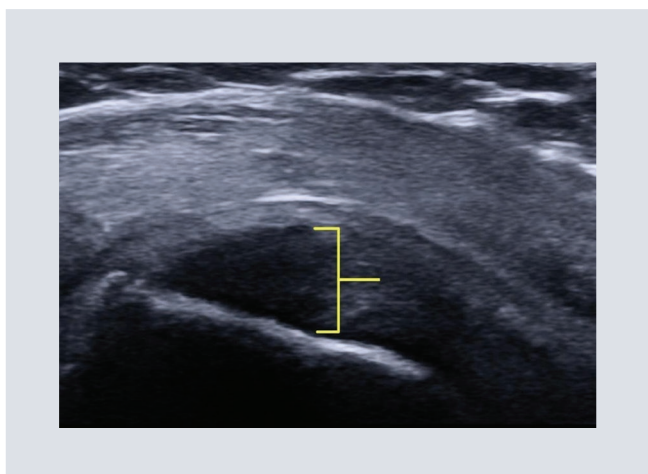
Imagen por ultrasonido en modo B del tendón del supraespinoso, donde se observa una lesión que compromete más de la mitad del espesor de sus fibras correspondiente con una clasificación de Ellman de grado III (señalización amarilla).
